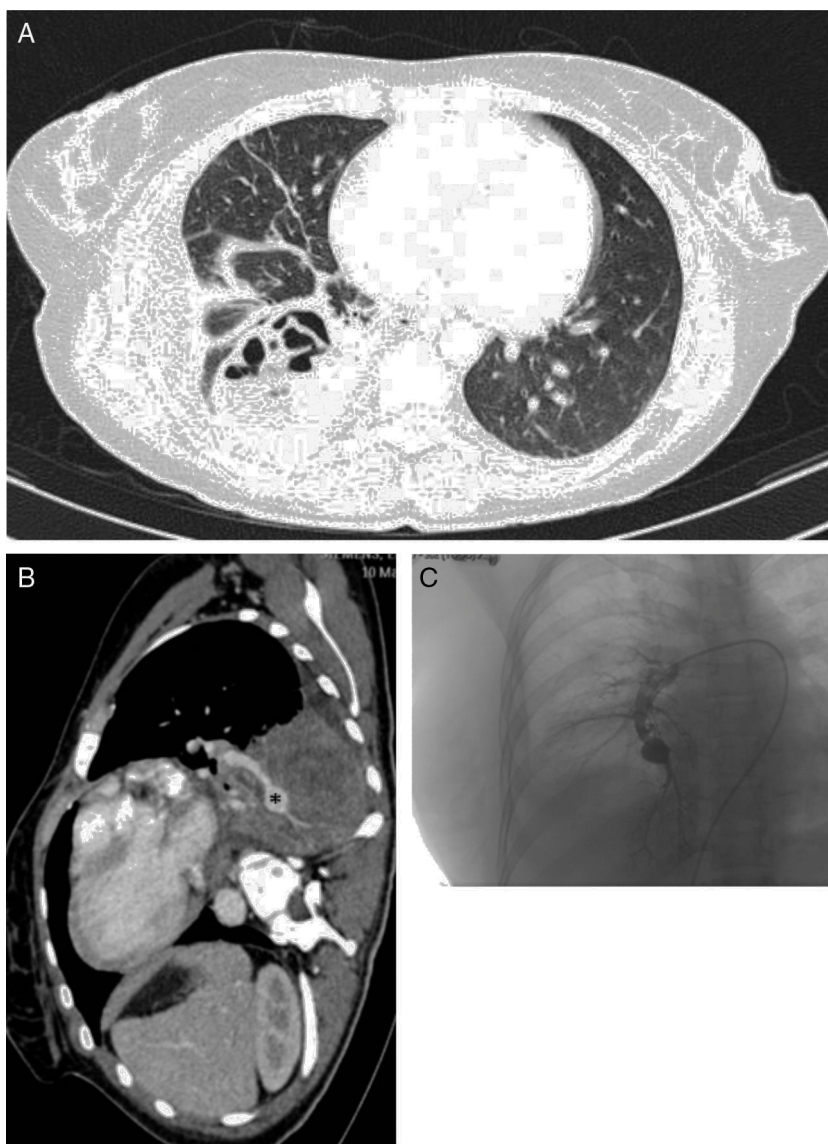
A) TC de tórax con contraste (ventana parénquima), que muestra un absceso pulmonar con relación a la neumonía necrosante del lóbulo inferior derecho. B) Corte sagital de la TC de tórax (ventana mediastino), que objetiva un aneurisma micótico dependiente de la rama segmentaria infero-medial (asterisco). C) Arteriografía pulmonar realizada antes de la embolización del aneurisma.
